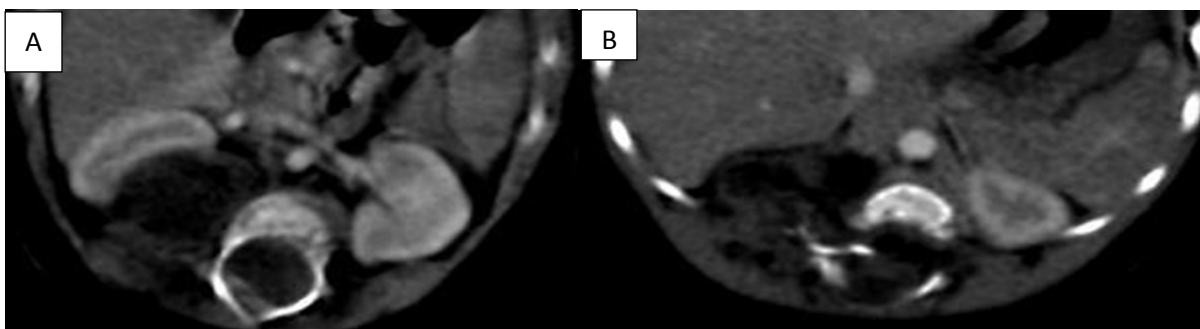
(A-B) : TDM en reconstruction axiale après injection de PDC : Tumeur hétérogène avec une composante graisseuse et calcique discrètement rehaussé après injection de PDC, refoulant le rein droit et étendu dans le canal médullaire
